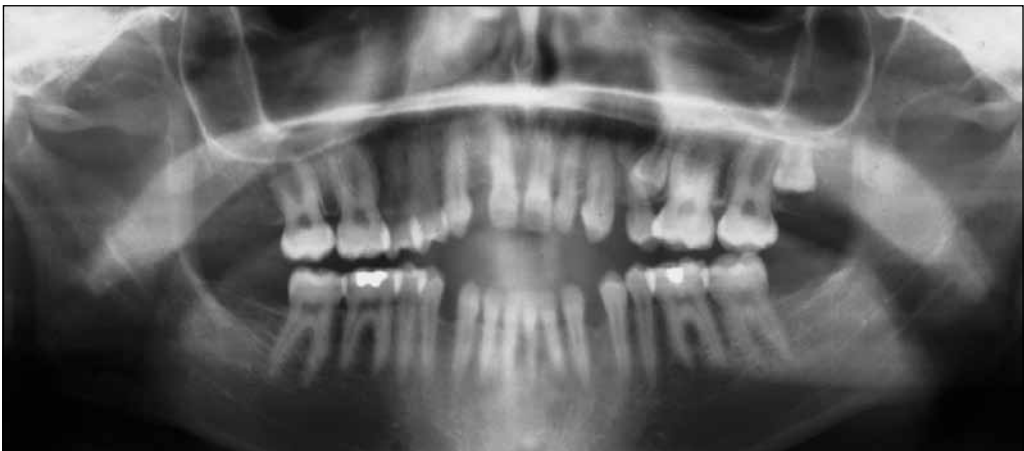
Orthopantomogramm vor Behandlungsbeginn.
